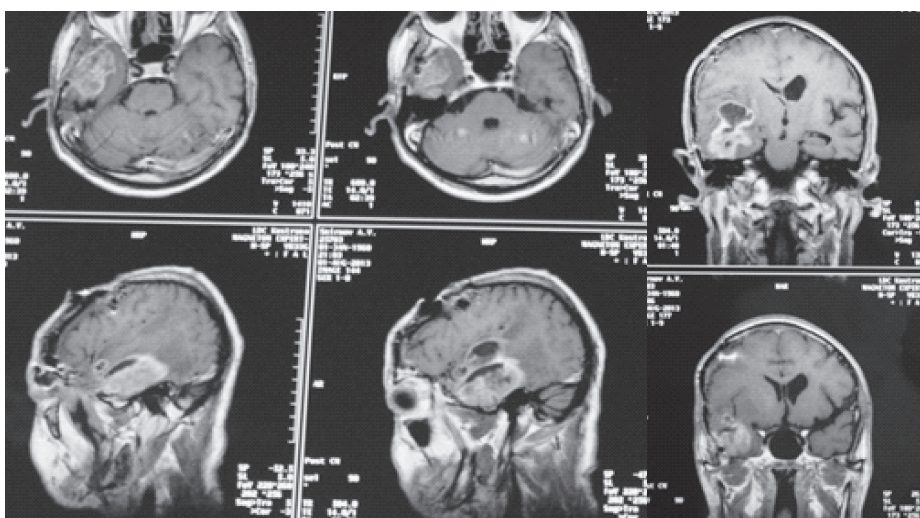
МРТ больного С. от 1.08.2013 г. с контрастным усилением. Продолженный рост кистозной опухоли правой височной доли
